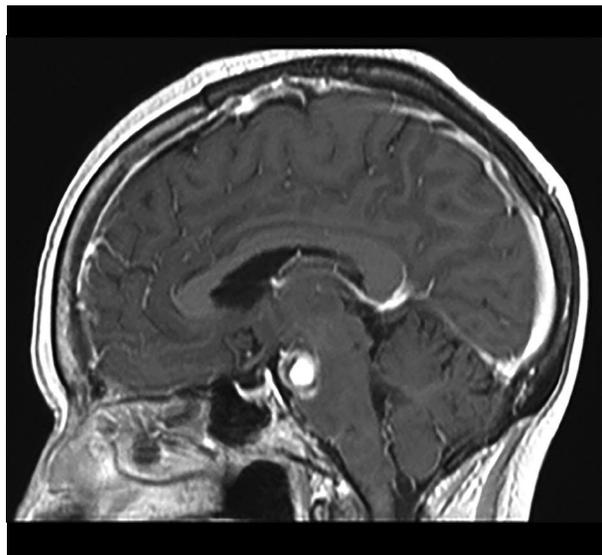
Resonancia magnética corte sagital. Lesión redondeada hiperintensa a nivel mesencéfalo-protuberancial. Postratamiento.
